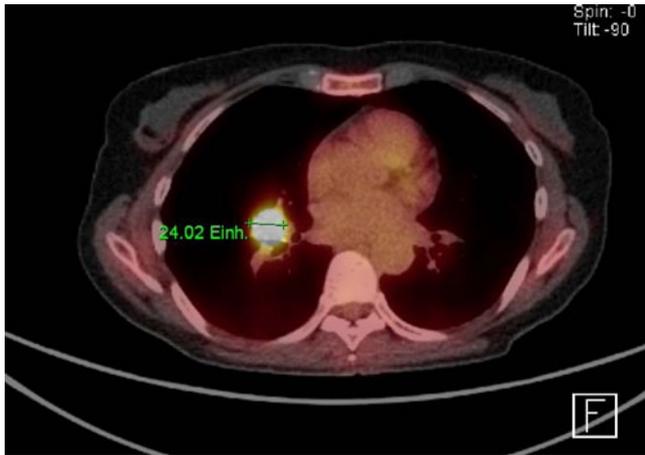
▲ Patientin 2: Positronenemissionstomographie-Computertomographie (PET-CT) mit starker Anreicherung von Fluorodesoxyglukose in einem deutlich vergrößerten hilären Lymphknoten
